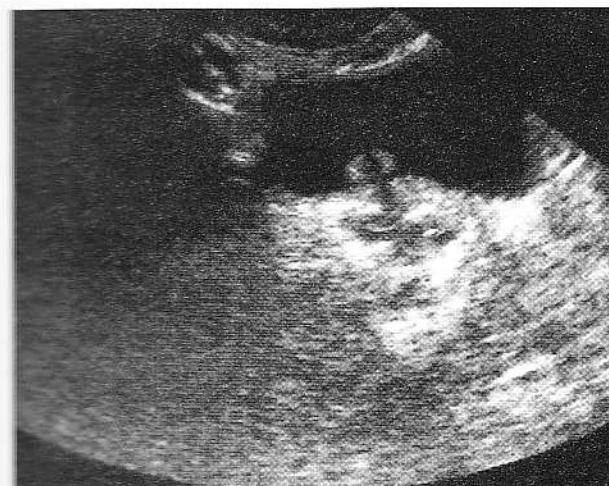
Ecografie. Inflamație la nivelul ureteroocelului.
